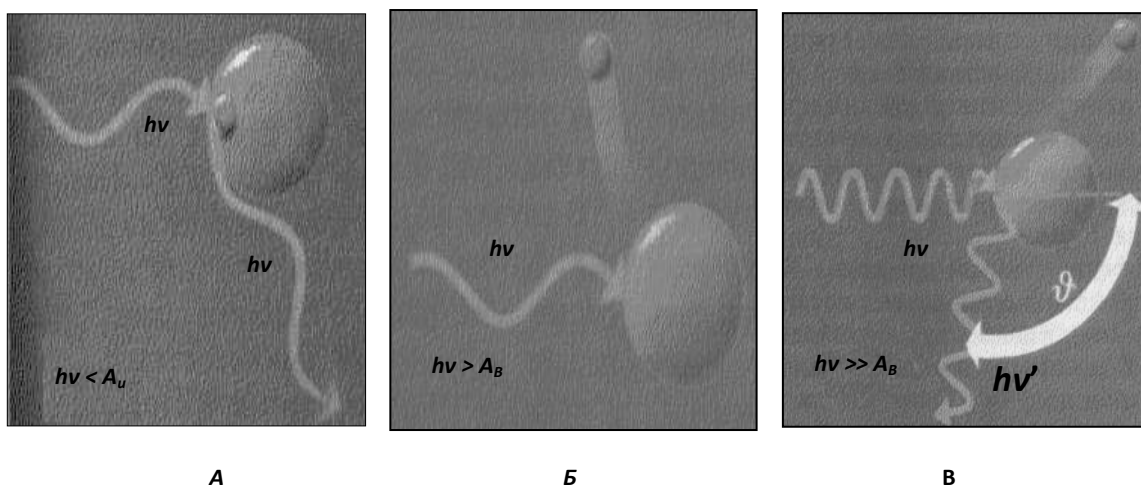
Основні типи взаємодії рентгенівського випромінювання з речовиною: А - когерентне розсіювання; Б - фотоефект; В - ефект Комптона
